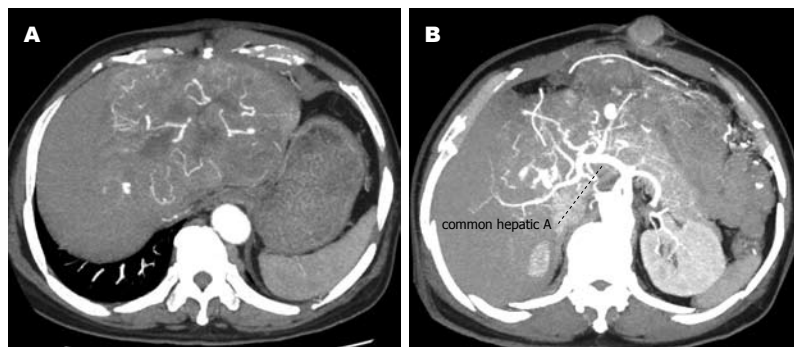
第2例患者原发性肝癌和腹壁切口肿瘤CT表现。A: 肝左叶见12 cm \times 10 cm动脉期增强肿瘤; B: 腹壁见2.5 cm \times 2.5 cm动脉期增强结节。
